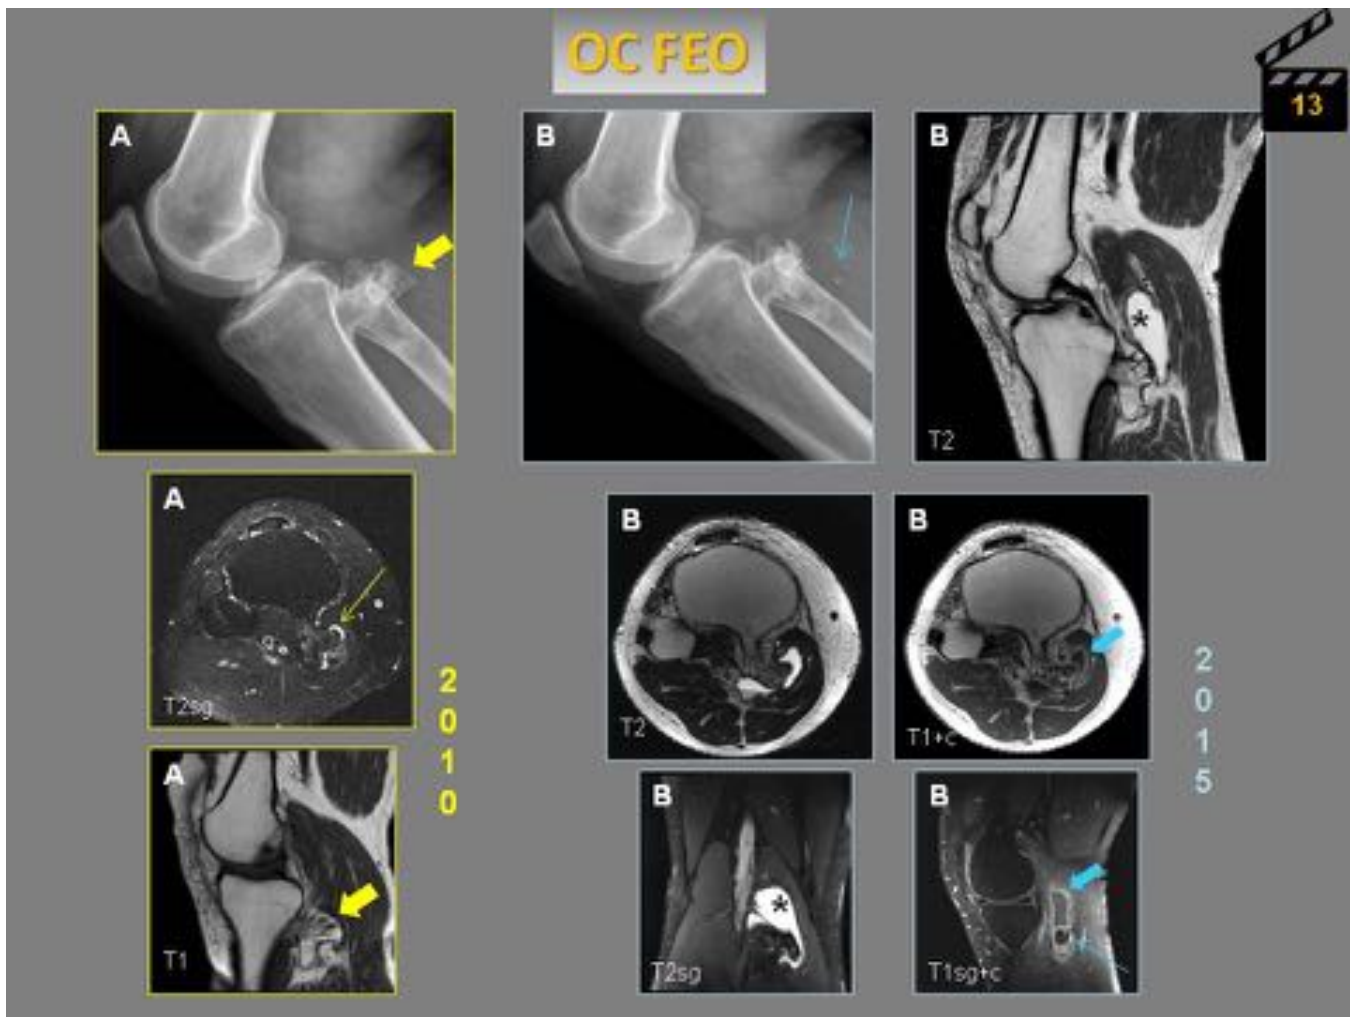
A. 2010. Radiografía lateral de rodilla y RM de osteocondroma de hueso poplíteo. Lesión pediculada dependiente de la cortical posterior de la tibia proximal (flecha gruesa amarilla) con CAP fina (flecha fina amarilla). B. 2015. La radiografía lateral de la rodilla muestra la aparición de pequeñas calcificaciones adyacentes a la lesión. La RM muestra una bursa (*) rodeando el osteocondroma, con realce periférico (flecha gruesa azul) y cuerpos osteocondrales en su interior (flecha fina azul)
